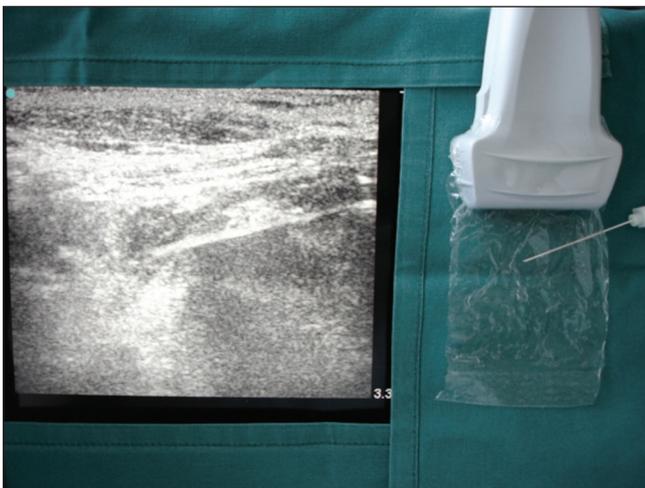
Orientación transductor ultrasonidos-aguja "técnica lineal".
